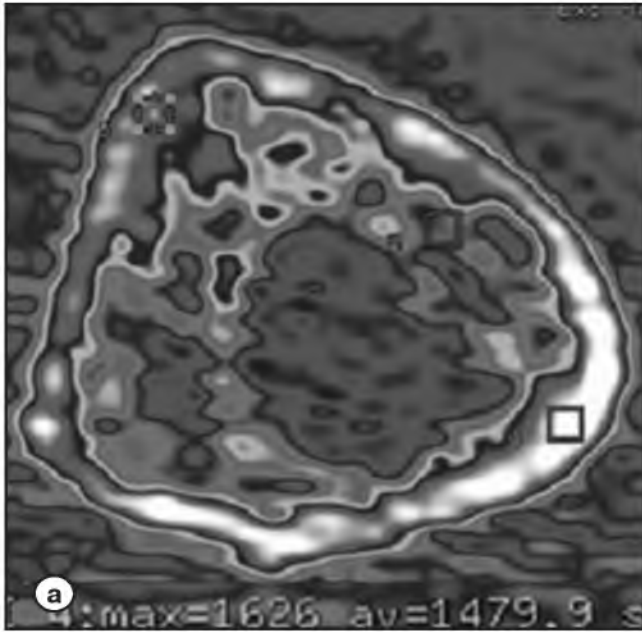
МСКТ голени больного Б., 9 лет, через 1 год 3 месяца после удлинения. Аксиальный срез, цветовая карта, плотность корковой пластинки в зоне 4 (квадрат, белый цвет) больше, чем в зоне 6 (красный цвет) (а); Общая плотность корковой пластинки на аксиальном срезе по задней поверхности большеберцовой кости -1701,8 НУ(б).
